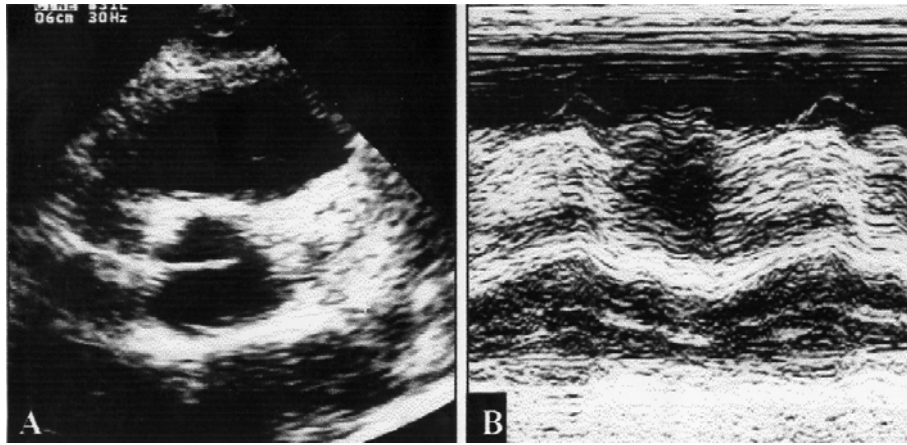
Five years later, (A) High parasternal short axis view shows nearly total occlusion of the left main coronary artery by mural thrombi. (B) M-mode echocardiogram shows residual narrow lumen in left coronary artery(↓).
